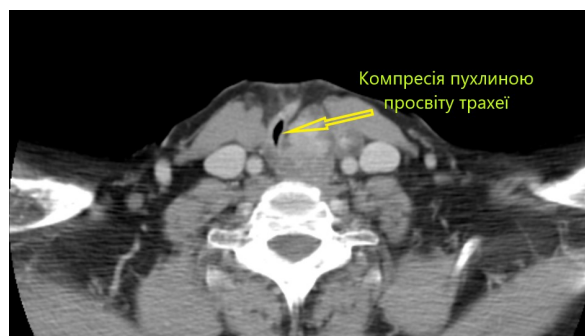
СКТ хворого К., 65 років.
